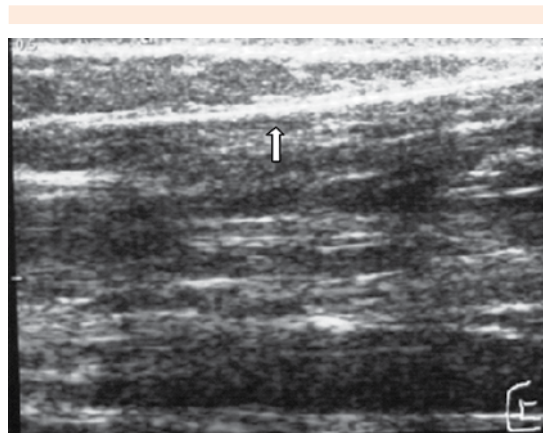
Ultrasonido de brazo, corte longitudinal. Imagen lineal del implante con sombra acústica.
